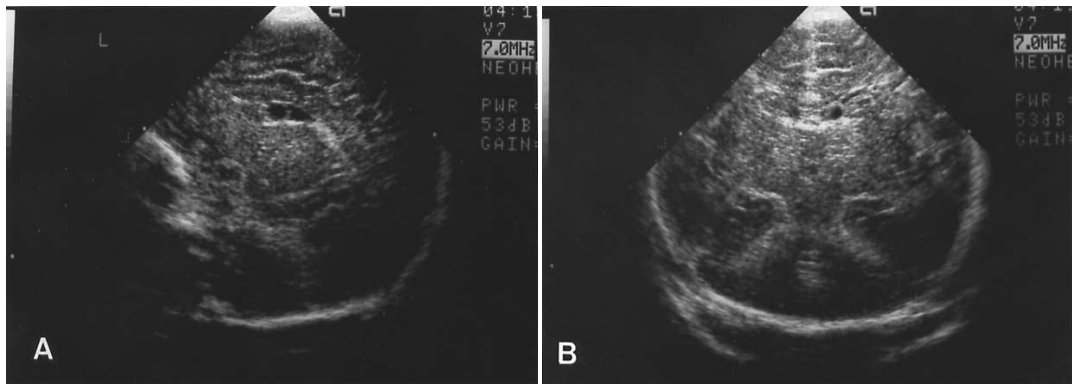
Head ultrasonography reveals left subependymal cyst in sagittal view (A) and coronal view (B).
